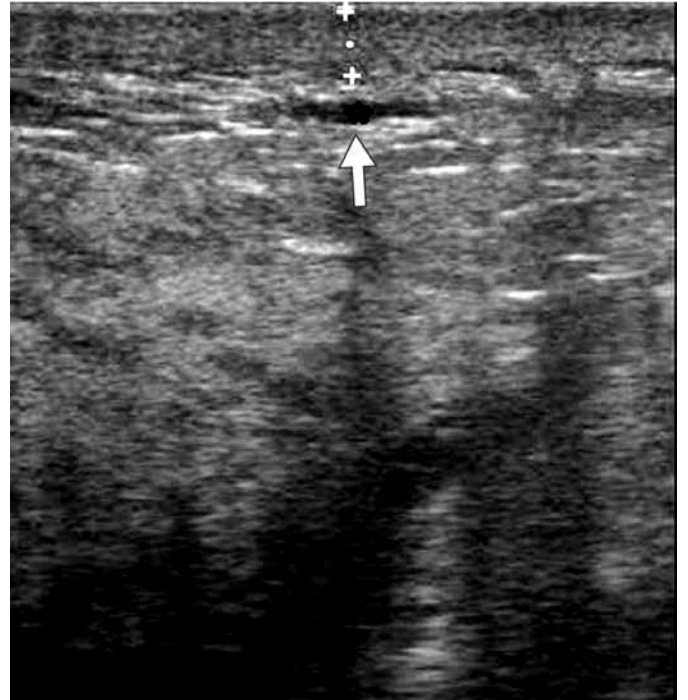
Ecografía mamaria. Engrosamiento de piel en el seno derecho (++) con presencia de linfáticos congestivos (flecha).
